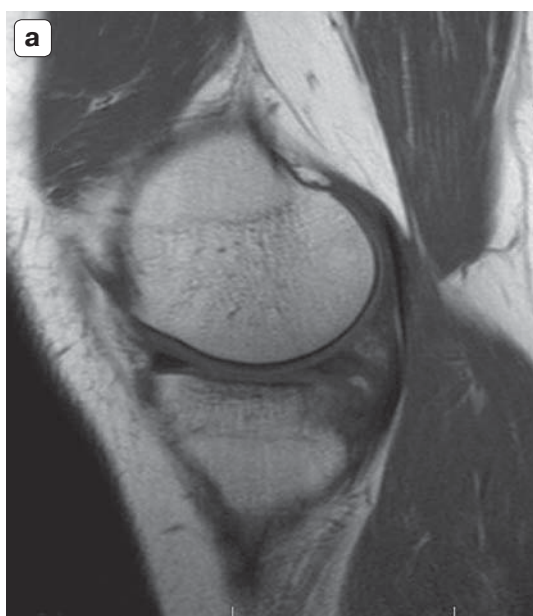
МР-томограммы коленного сустава. а – T1ВИ в сагиттальной проекции; б – PDFS в коронарной проекции. Участок ушиба в задних отделах медиального мыщелка большеберцовой кости.
